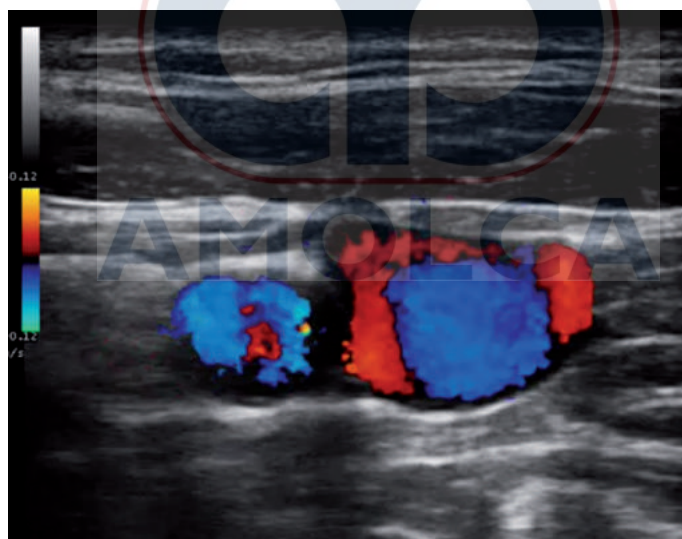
Arteria carótida común (ACC) y vena yugular interna (VGI) en modalidad Color Doppler.
